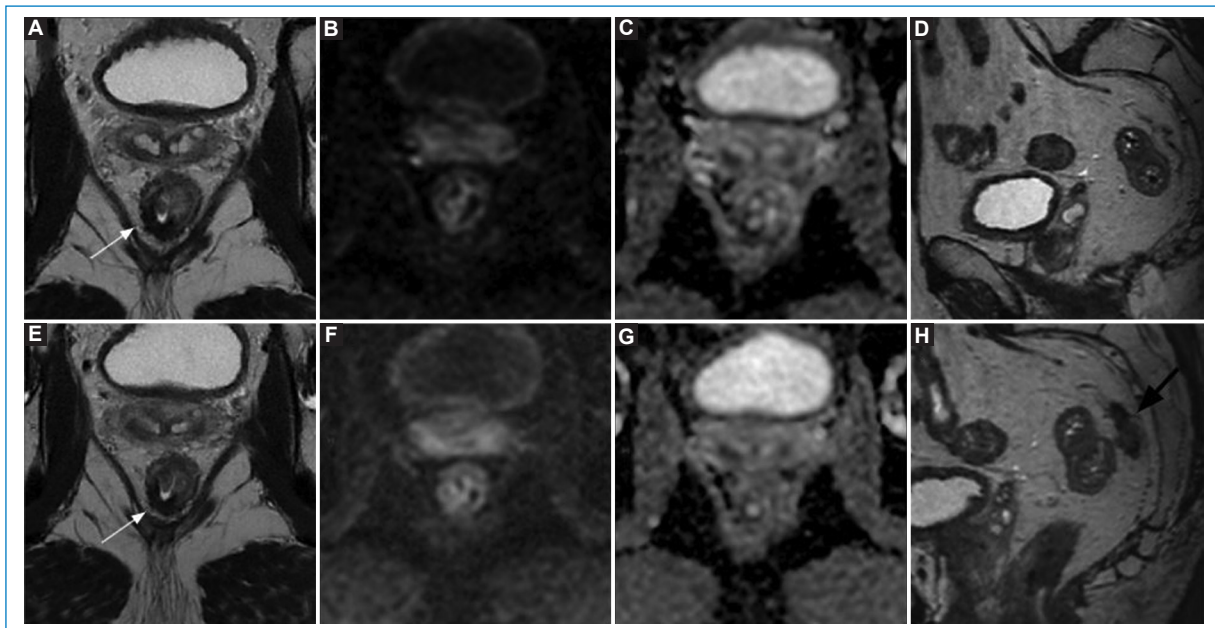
Tumor de recto bajo T3b N2, EMVI negativo, MCR libre (RM inicial no mostrada) en vigilancia activa *watch-and-wait*. El control por RM a los 18 meses muestra una cicatriz fibrótica en H6 a H9 (flecha blanca), hipointensa en T2 (A), sin restricción en difusión: TRG 2 (B y C). El control por RM a los 30 meses continúa evidenciando una cicatriz fibrótica densa (E) sin restricción en DWI (F y G). Sin embargo, se observa una nueva lesión adyacente a los vasos rectales superiores (flecha negra), compatible con recaída extraluminal (H), lo que resalta el rol fundamental de la RM en la detección de enfermedad que no sería evaluable por endoscopia ni mediante tacto rectal. EMVI: invasión vascular extramural.
